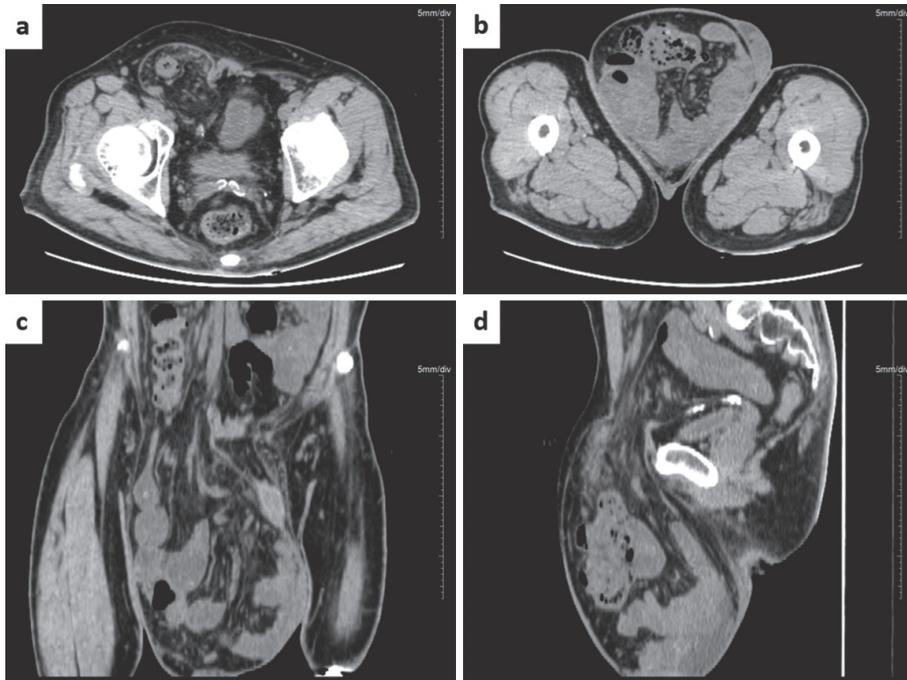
術前腹部CT所見：ヘルニア嚢内へ脱出する回盲部・大網・腸間膜. a 鼠径部水平断, b 陰嚢部水平断, c 冠状断, d 矢状断.
